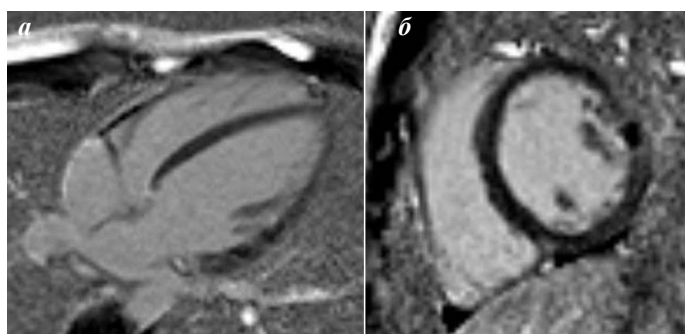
МРТ сердца пациента В., 15 лет (а - четырехкамерная проекция, б - двухкамерная проекция по короткой оси). На отсроченных постконтрастных изображениях в базально-срединных отделах боковой стенки ЛЖ определяются участки трансмуральных фиброзных изменений. В базально-срединных отделах задне-перегородочной области определяются минимальные интрамуральные фиброзные изменения.
